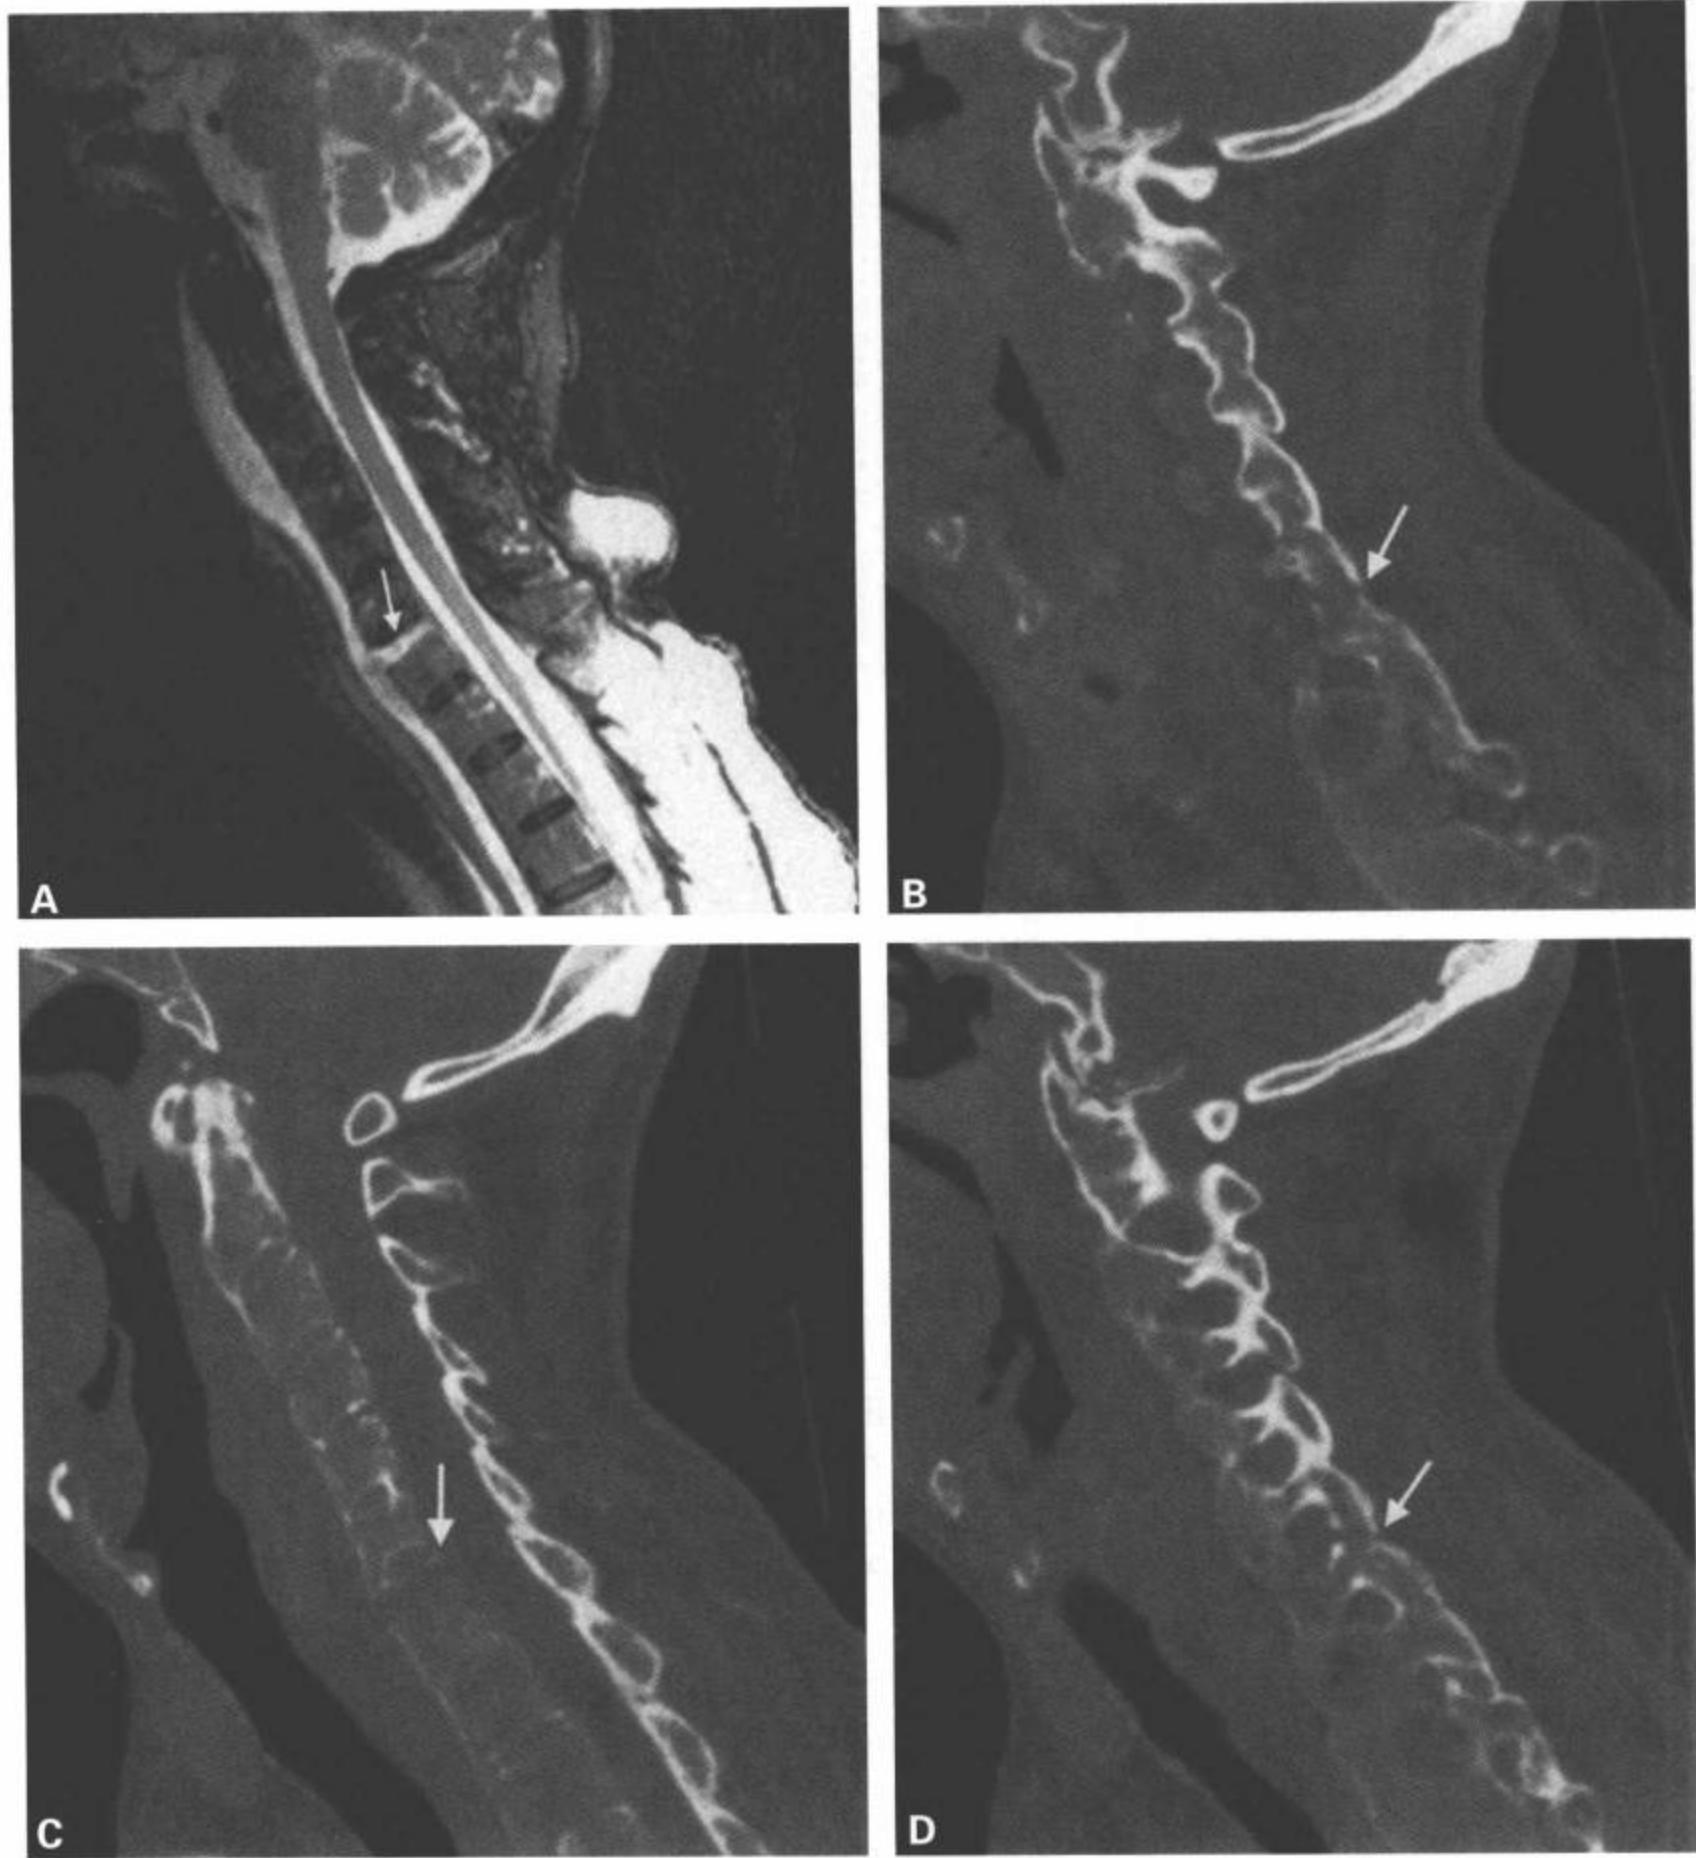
患强直性脊柱炎的老年男性病人，MRI 矢状面 T2 加权图像 (A) 和 CT 矢状面重组图像 (B, C, D) 显示 C6-C7 过度伸展性损伤导致 C7 椎体骨折并延伸到上终板 (B, C, D 中白箭)。椎间盘和椎体内可见 T2 高信号 (A 中白箭)。病人有二期后路侧块螺钉内固定和前路椎体间放置透射线的生物吸收性移植板。(续)
